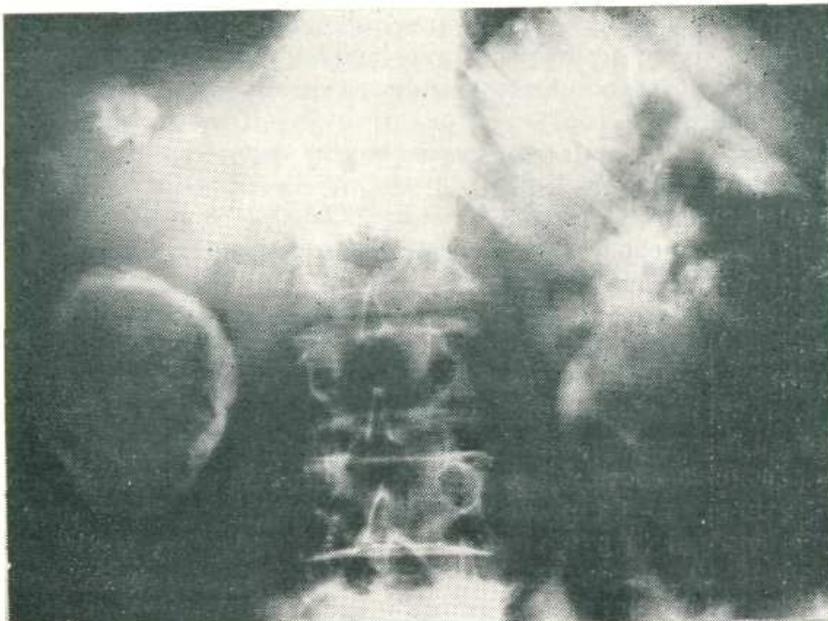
Обзорная рентгенограмма печени; частично и полностью обызвествленные эхинококковые кисты.
